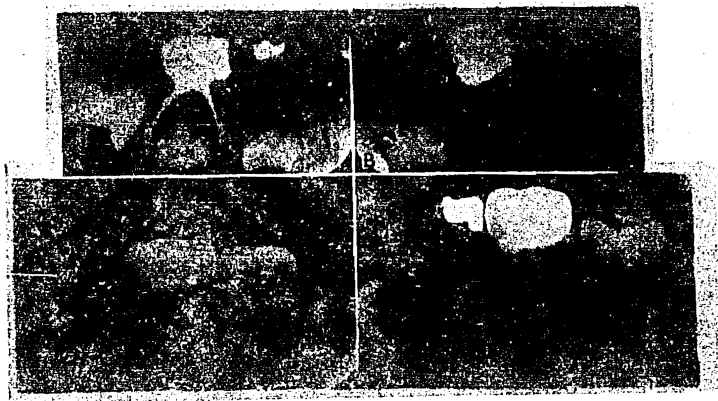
A-B. Radiografía periapical preoperatoria (A) de un segundo molar primario inferior en un niño de cuatro años y medio con tejidos radiculares degenerados. Fue colocado un material de obturación, así como una corona de acero inoxidable. Obsérvese el desarrollo del primer molar permanente aún incluido. A los seis meses (B) se notó que la porción apical...
